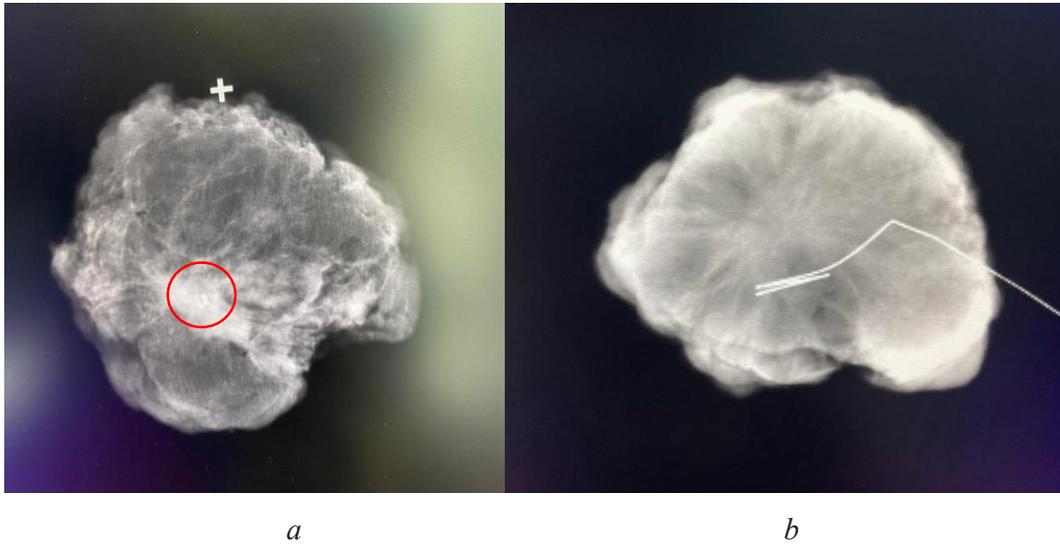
Интраоперационное рентгеновское исследование
